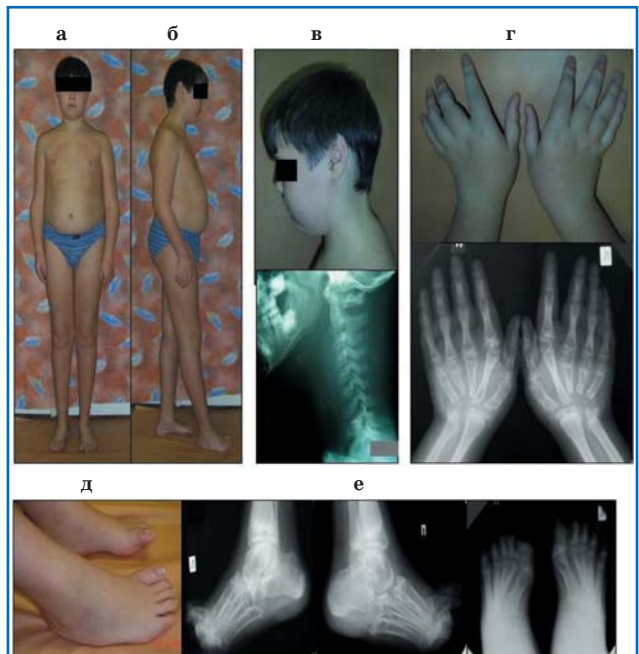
Внешний вид больного О. (а); сгибательная контрактура правого локтевого сустава (б); anomальное строение ушной раковины и anomalia строения шейного отдела позвоночника с дополнительными шейными позвонками (в); внешний вид (вверху) и рентгенограмма (внизу) кистей (г); внешний вид (д) и рентгенограмма (е) стоп.
